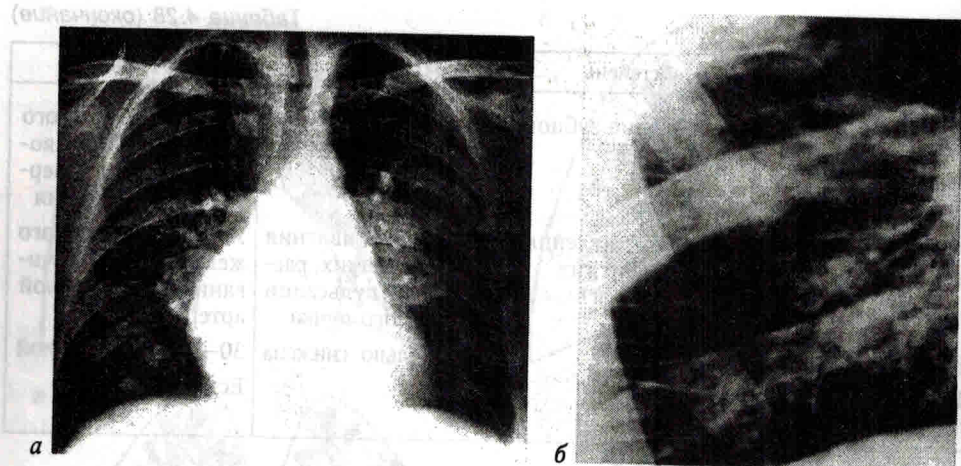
Рентгенологические признаки интерстициального отека легких у больного с хроническим застоем крови в легких:
